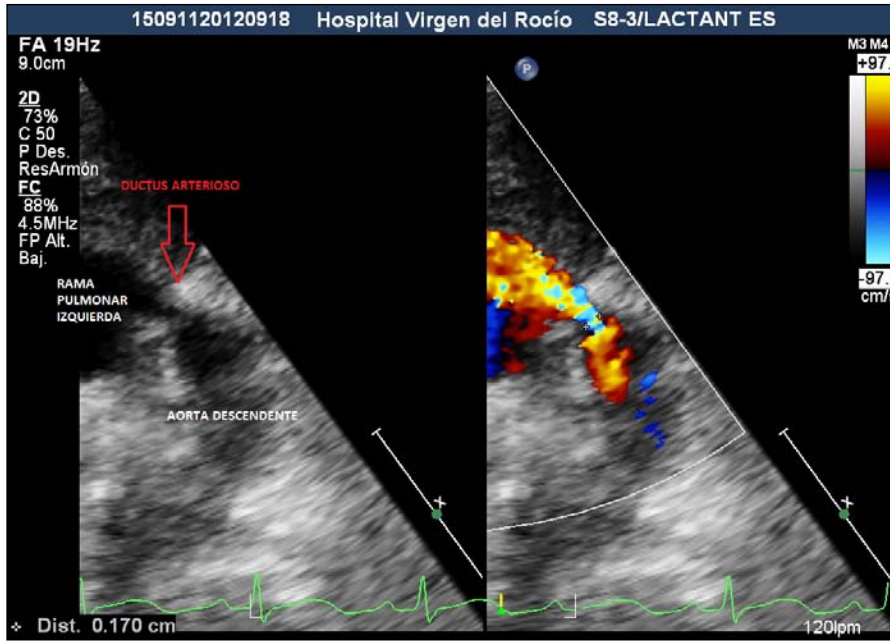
Estudio ecocardiográfico de un DAP. Figura de la izquierda: Imagen en 2D de DAP en corte paraesternal corto alto; Figura de la derecha: Imagen en doppler color en el mismo corte del cortocircuito izquierda-derecha a través del ductus.
